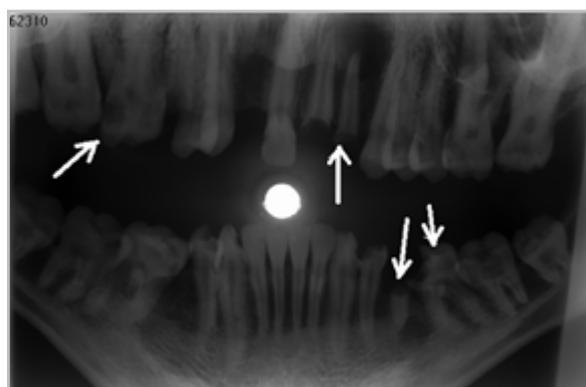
Панорамная микрофокусная внутриротовая рентгенограмма призывника Р., 18 лет, в прямой проекции. Множественный осложненный кариес 1.6, 1.5, 1.1, 2.1, 2.2, 3.6, 3.5, 3.4-го зубов с наличием очагов деструкции костной ткани диаметром от 0,8 до 1,3 см (радикулярная киста) у верхушек корней 1.5, 2.1, 2.2, 3.5-го зубов, кариес 3.3-го зуба, глубокие костные карманы в области 1.6, 1.7, 2.6, 2.7, 3.6-го зубов, снижение высоты межзубных перегородок альвеолярного гребня челюсти на 1/3 длины корней в области 1.7, 1.6, 2.6, 2.7-го зубов
